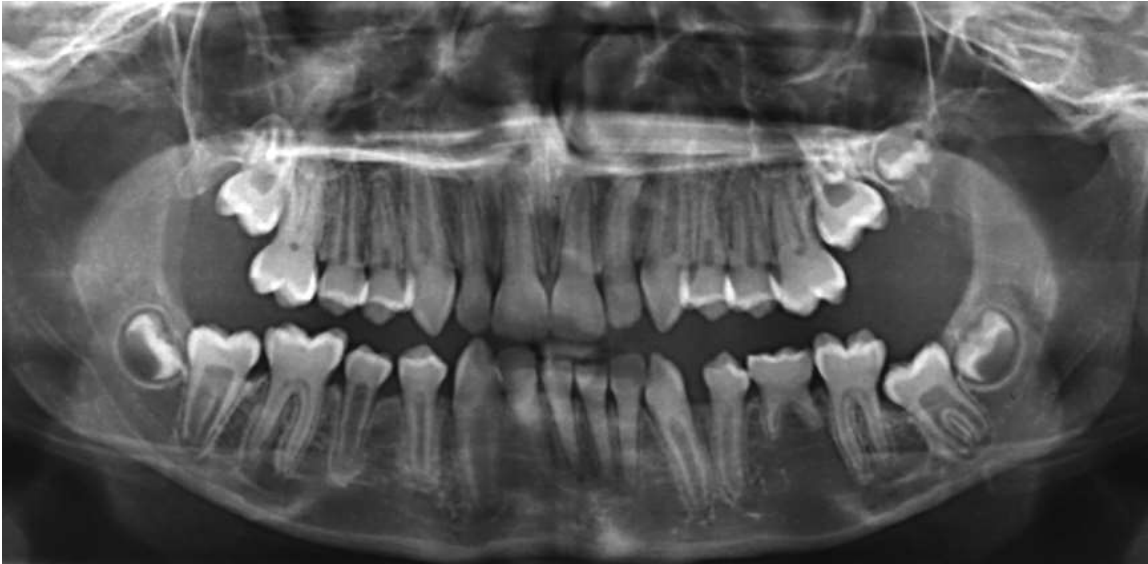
Rx ortopantomica.
